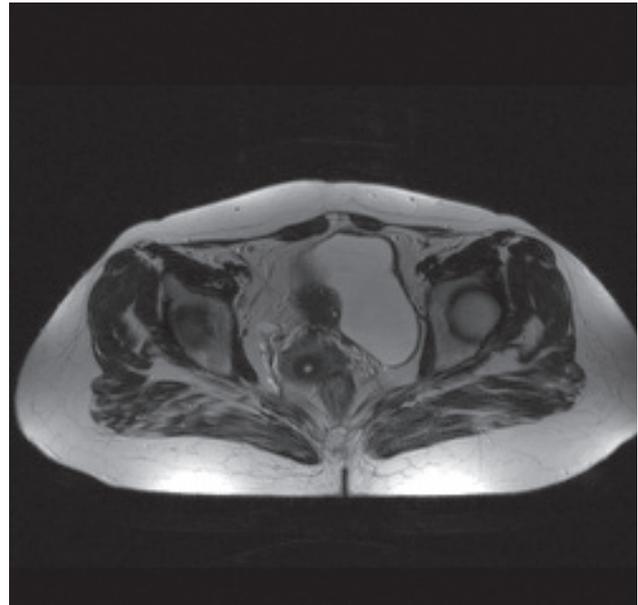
Поперечный разрез при МРТ больной Э., 38 лет
